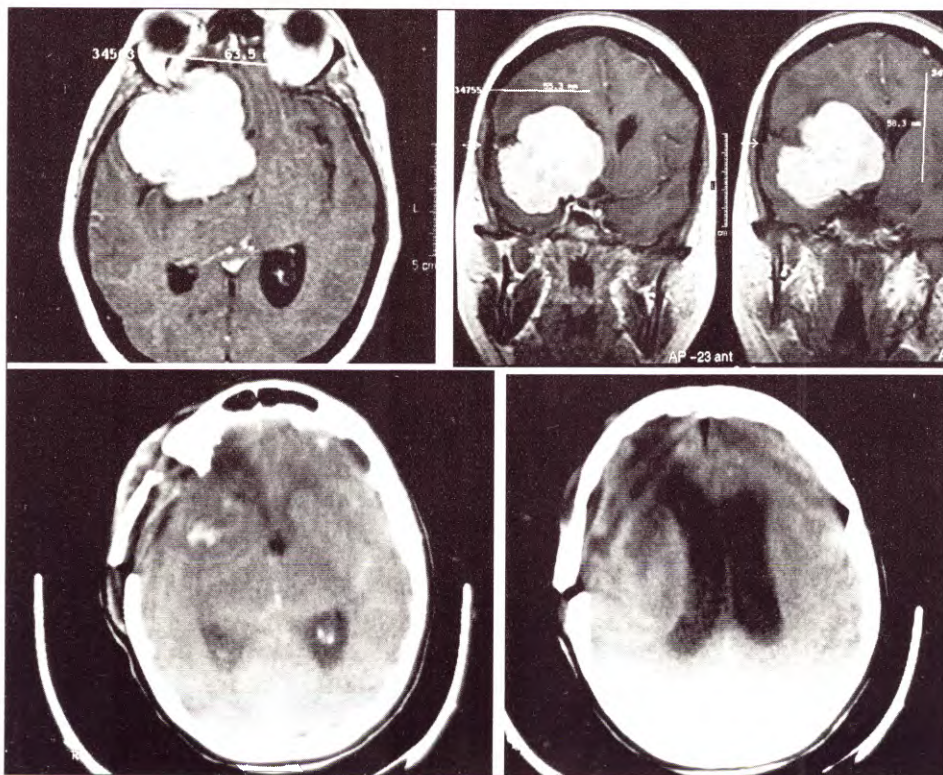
A. IRM en T1 con gadolinio donde se observa un meningioma gigante del ala esfenoidal con extensión medial (clinoidal). B. Cortes coronales donde puede visualizarse el contacto con el seno cavernoso, las arterias carótida interna y silviana y la pared lateral del IIIer ventrículo. C y D. Control postoperatorio con pequeña hemorragia en la loge, sin remanente tumoral.
